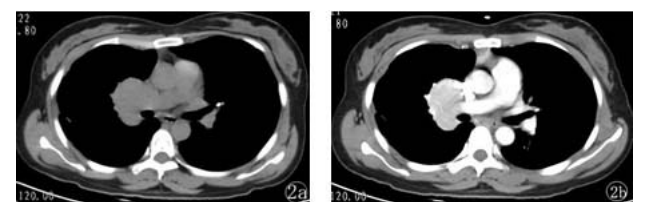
LCD 患者,女,36 岁,右侧肺门区软组织占位,5.0 cm×3.9 cm,平扫 CT 值 51 HU,增强后 CT 值约 112 HU,均匀强化
